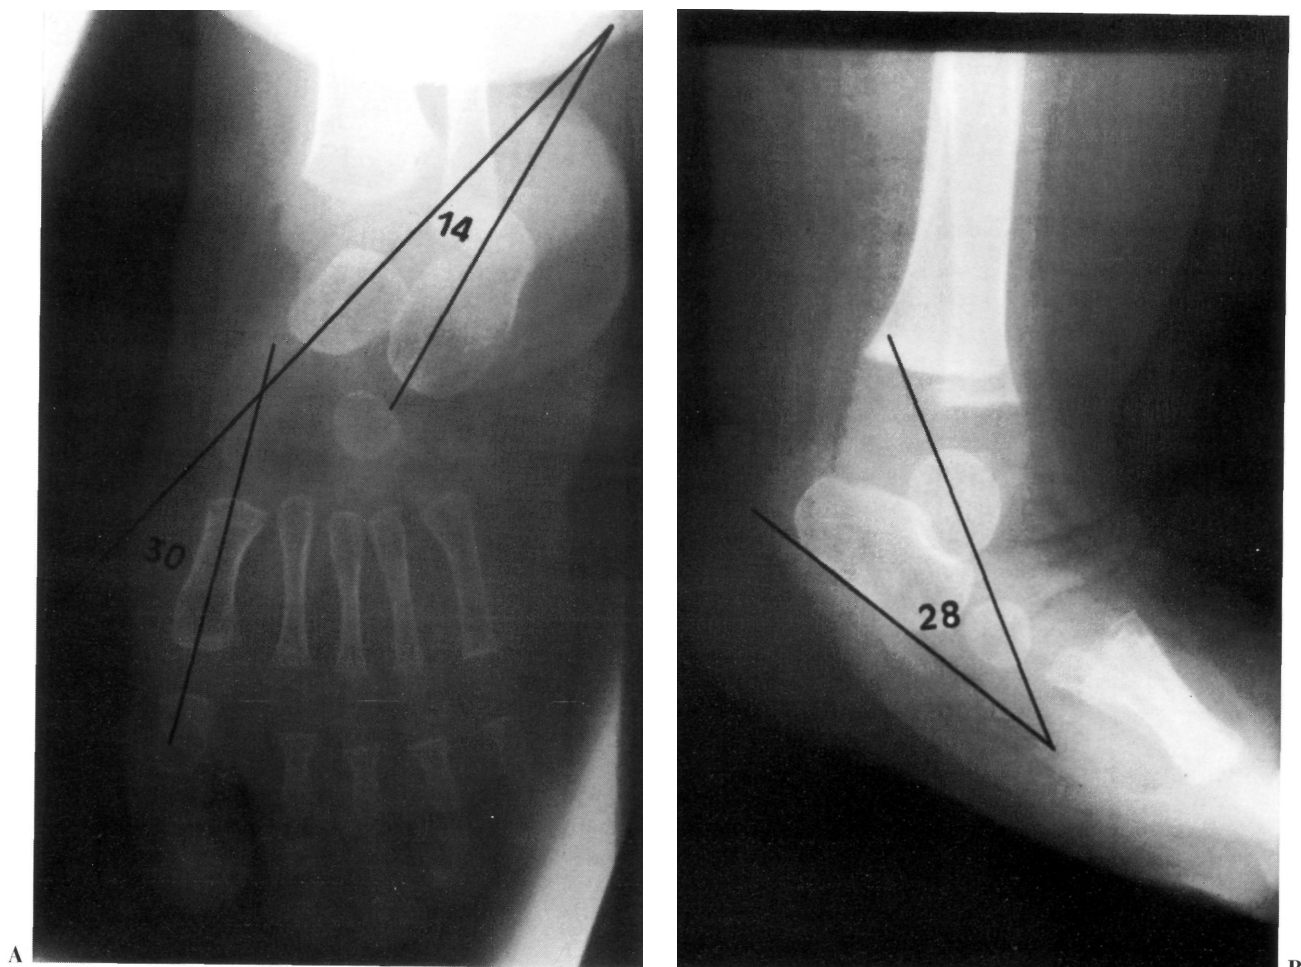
A y B: Imágenes preoperatorias en un niño de 1 año de edad. Obsérvese en la radiografía dorsoplantar el varo (ángulo astragalocalcáneo de 14°) y aducto (ángulo astrárgalo-primer metatarsiano de 30°), así como en la radiografía lateral el equinismo (ángulo astragalocalcáneo de 28°).
